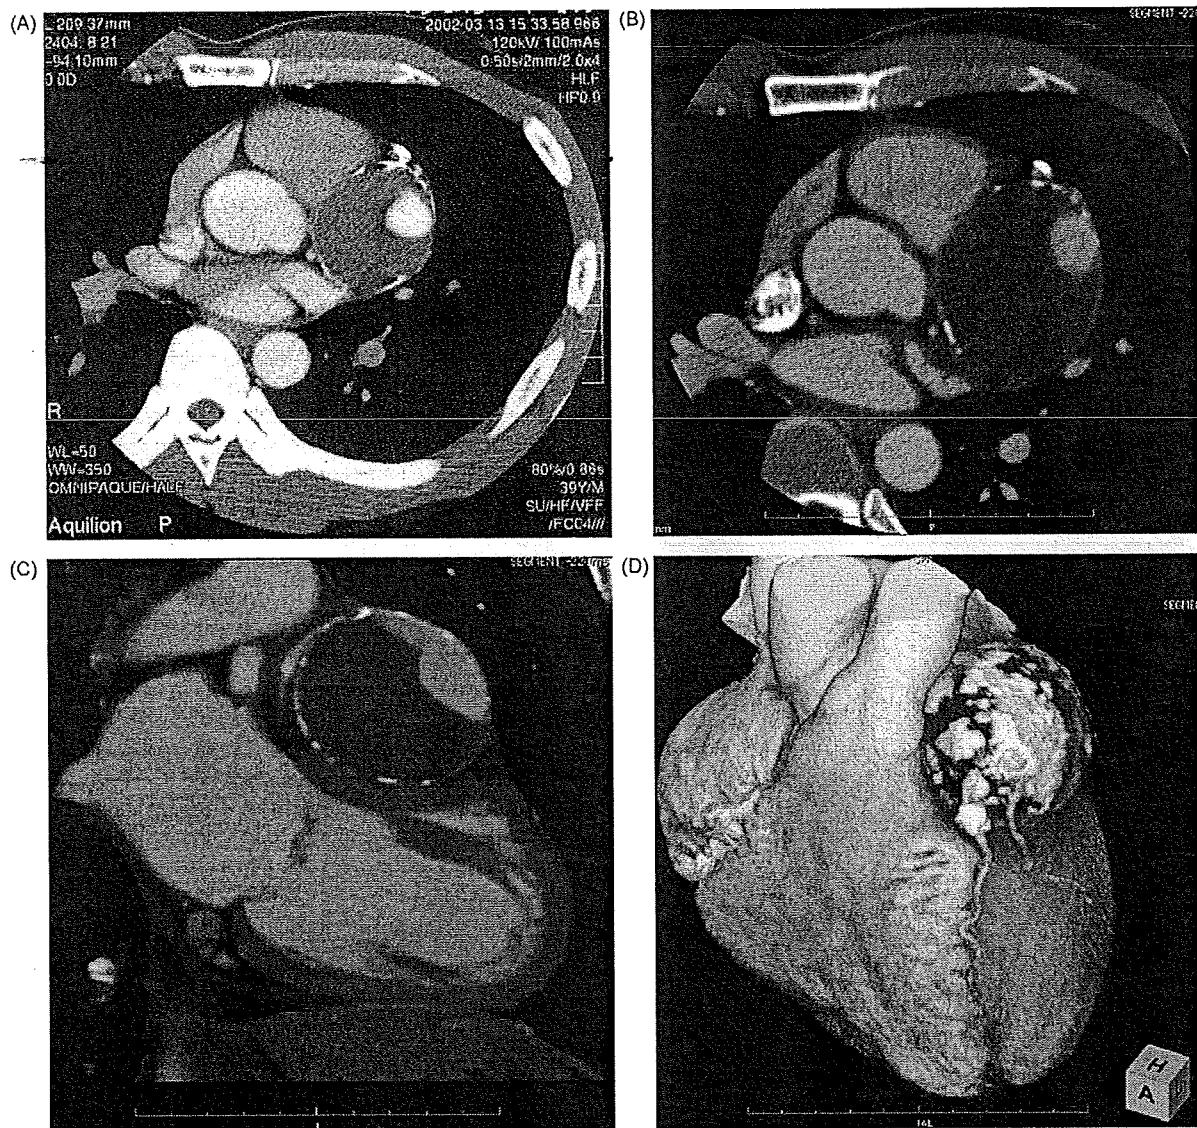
Enhanced computed tomography. (A) At the initial examination. An approximately 50 mm round mass with calcification is shown. Partial enhancement beside the aorta is also shown. (B and C) Four years later. The size of the coronary artery aneurysm became 60 mm × 53 mm. (D) Three dimensional reconstruction of the follow-up CT.
